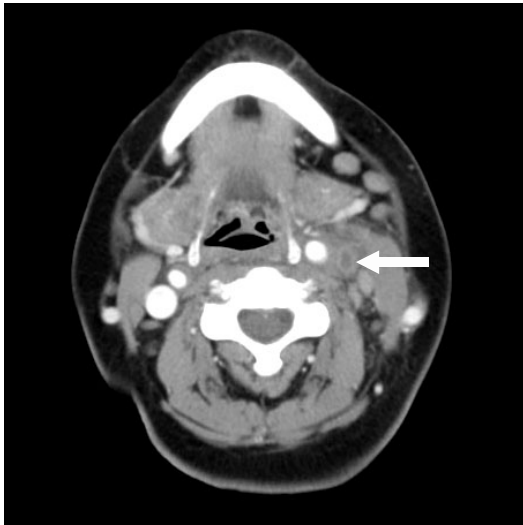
Neck CT showing left internal jugular vein thrombosis (arrow).
